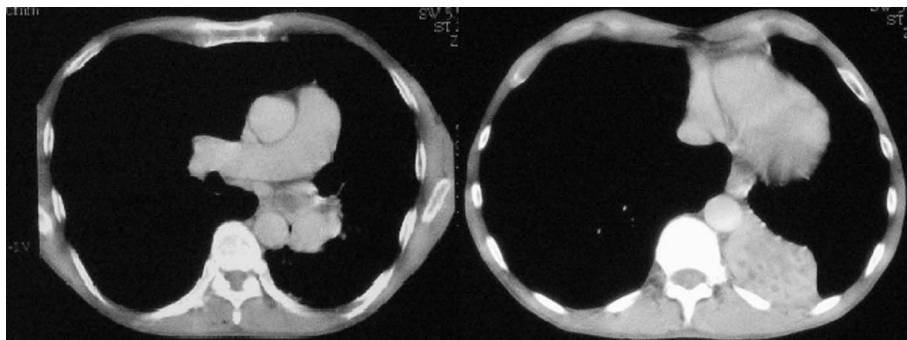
Thorax-CT im Weichteilfenster: Eine weichteildichte Raumforderung verschließt den linken Haupt- und Unterlappenbronchus, begleitend besteht eine Unterlappenatelektase.
